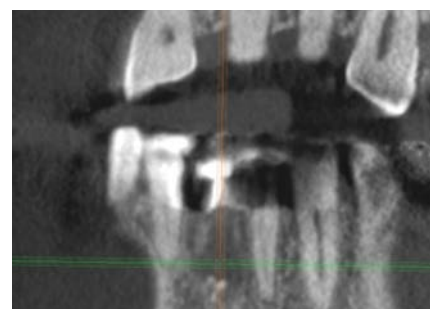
КТ области удаленного зуба 3.1 через 21 день
